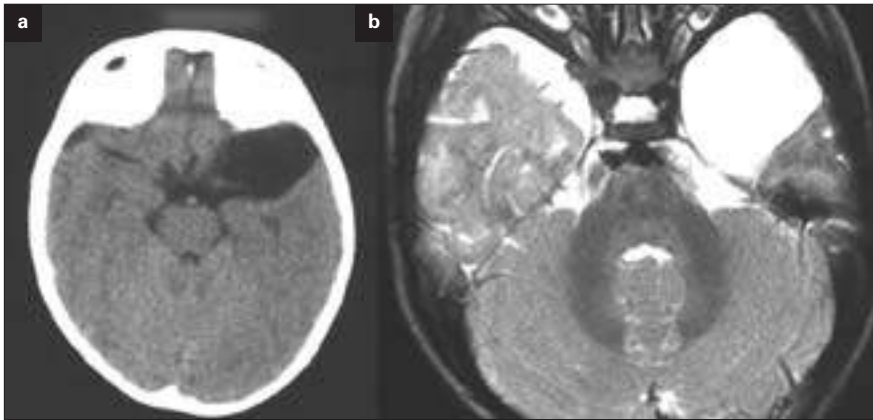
TAC (a) y RM (b) de quiste aracnoideo temporal.
